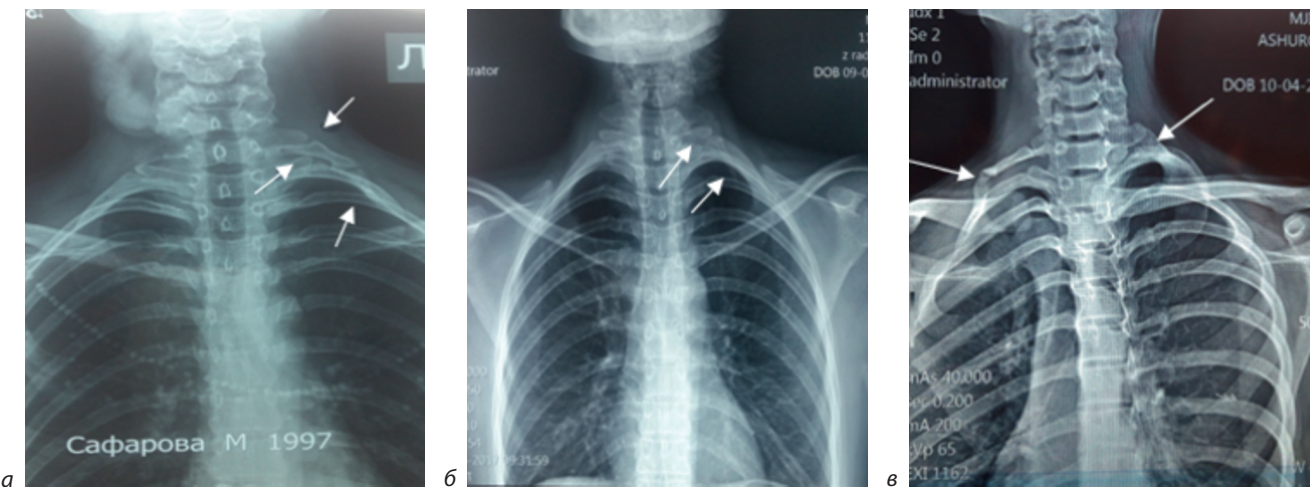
Рентгенография больных с различными вариантами синдрома шейного ребра и дополнительными шейными ребрами:
